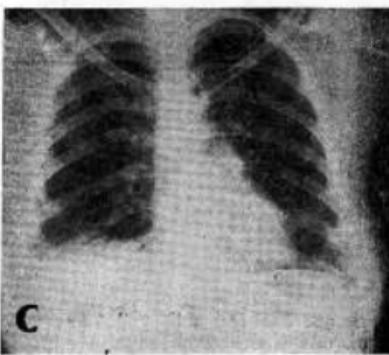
Colangitis aguda fulminante: C) 72 horas más tarde la radiografía de tórax es normal.
